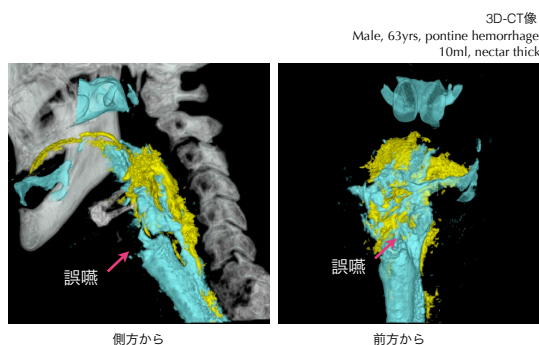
63歳男性橋出血患者の10ml ところみ水嚥下の3D-CT像である。喉頭前庭が十分に閉鎖されておらず食塊が喉頭侵入し、誤嚥に至った。
